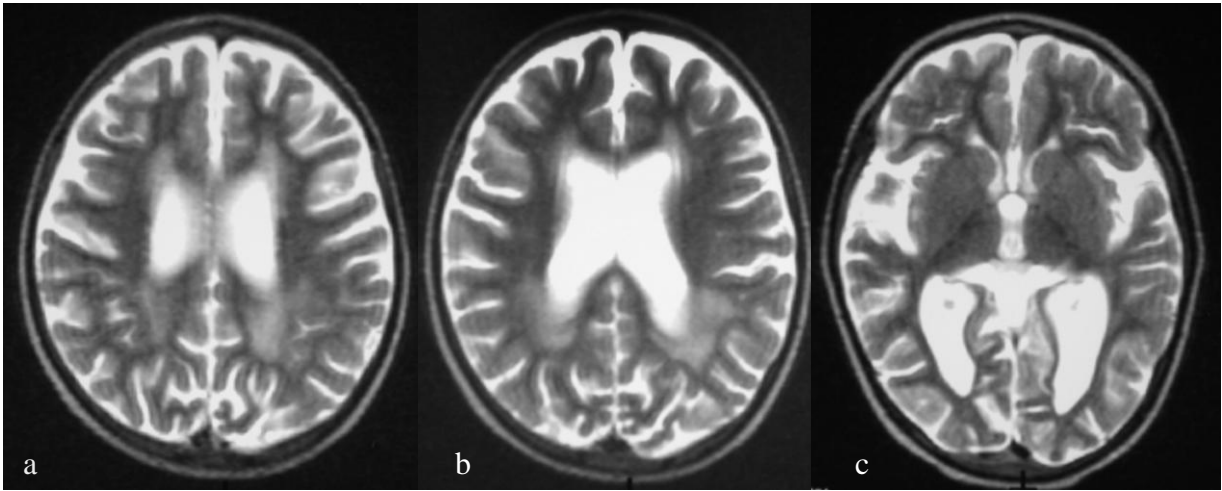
Femenino de 5 años de edad con Leucemia aguda e hipoacusia. a-c) Imágenes de RM, cortes axiales en T2 que muestran áreas hiperintensas en la sustancia blanca periventricular de predominio en el lóbulo occipital de ambos hemisferios por desmielinización. Atrofia cortico-subcortical.
